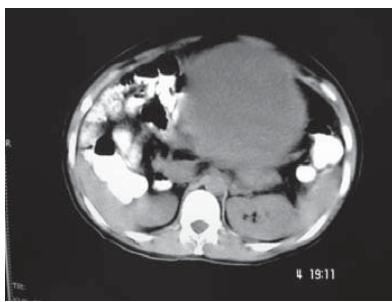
Corte de TC com grande massa tumoral abdominal
